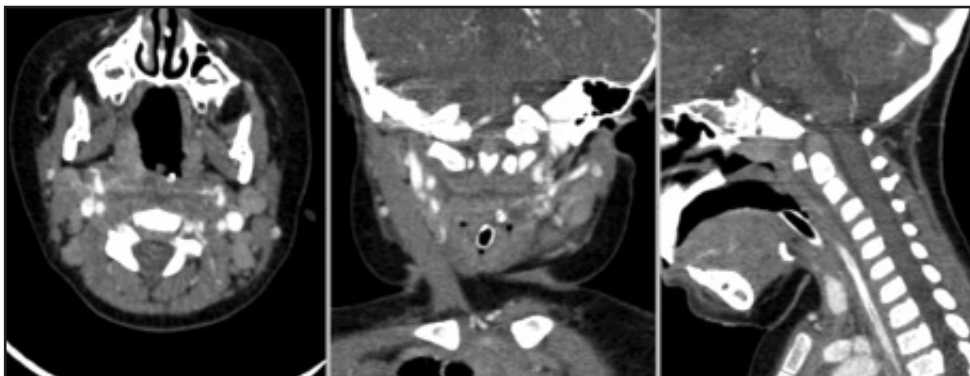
TC de control a las 48 horas postdrenaje quirúrgico.
